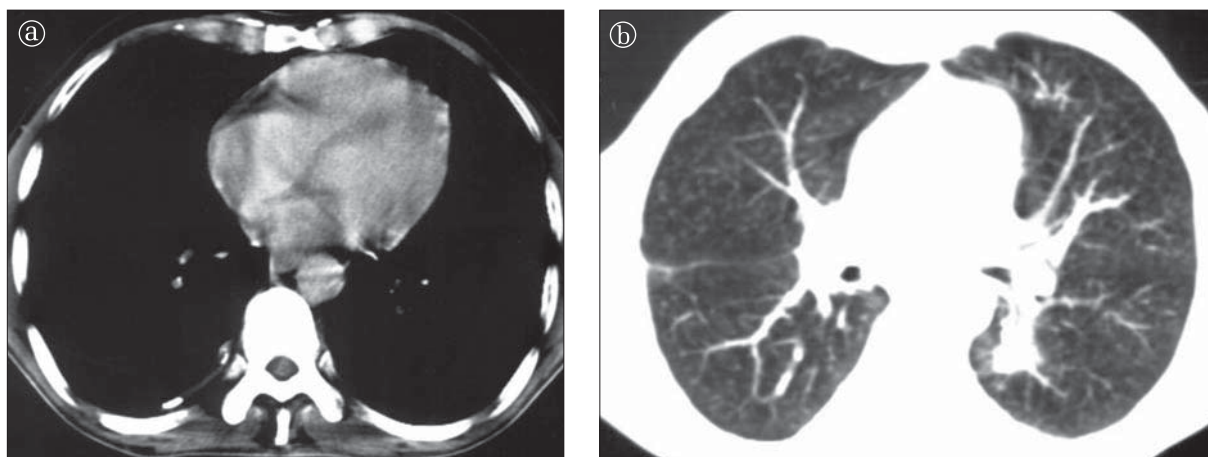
Secțiuni toracice axiale CT. a) Cu fereastră de mediastin; b) Cu fereastră de parenchim.
